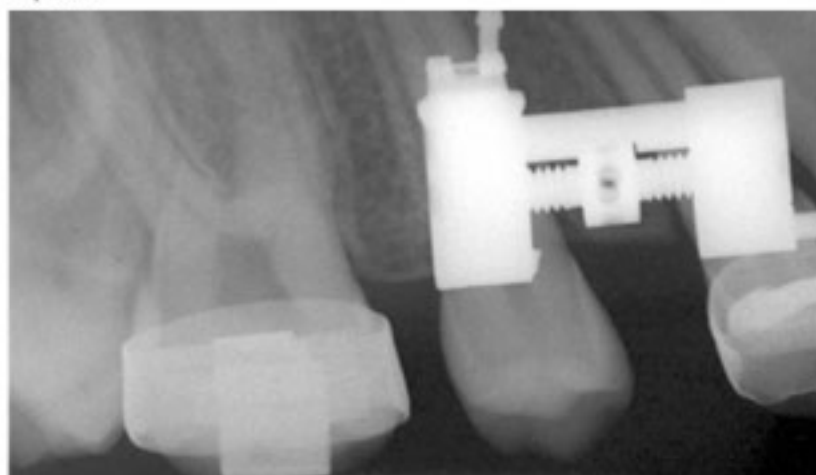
Caso A: radiografia endorale dell'emiarcata superiore destra dopo distalizzazione del molare superiore
